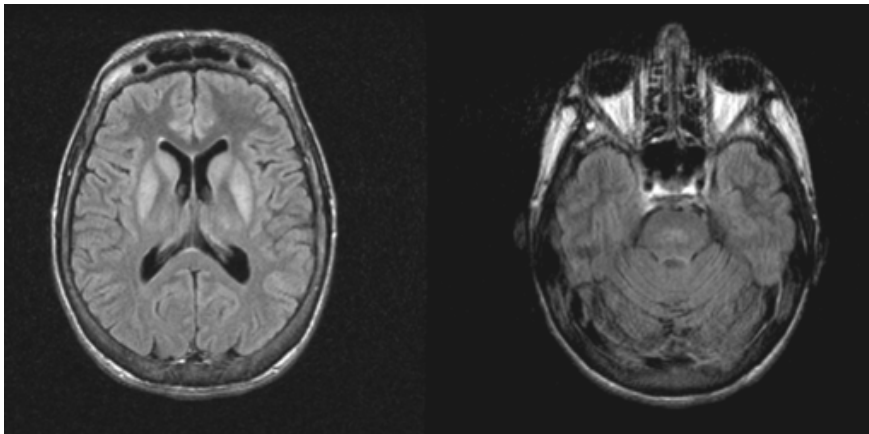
Mielinosis pontina. Paciente con clínica de malnutrición e hiponatremia, que presentó deterioro neurológico durante su ingreso, con bradipsiquia. En las secuencias FLAIR se podía observar una alteración de señal en ganglios basales y menor en la protuberancia que sugería una mielinosis osmótica.
